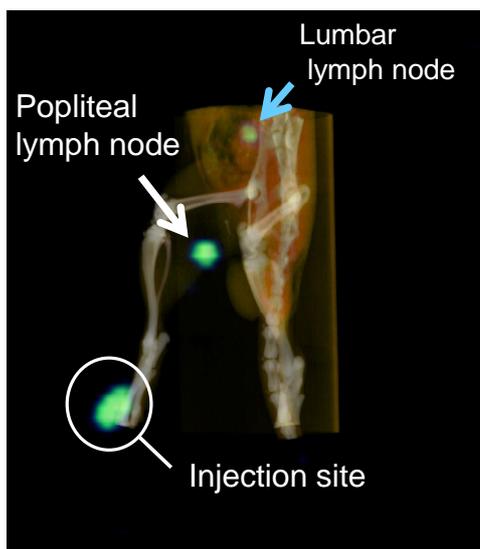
PGA/PEI/G4-DTPA-¹¹¹In 投与 24 時間後の SPECT/CT 像
